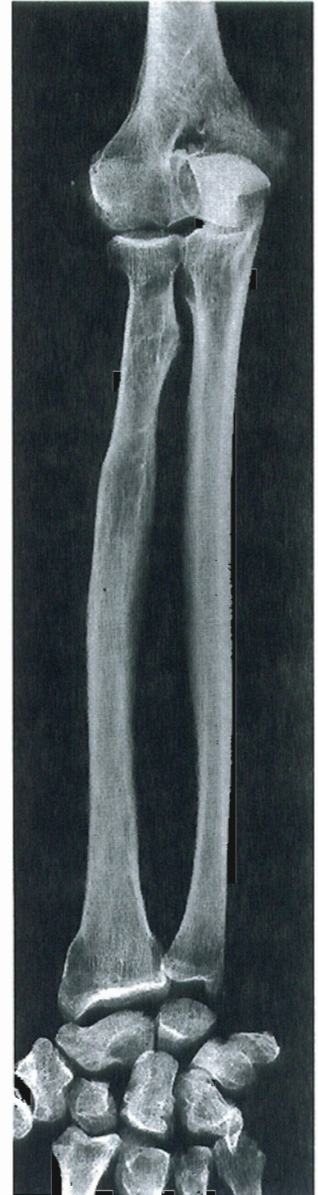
■ Radiografía del radio y del cúbito. Sus relaciones con el esqueleto del carpo.
